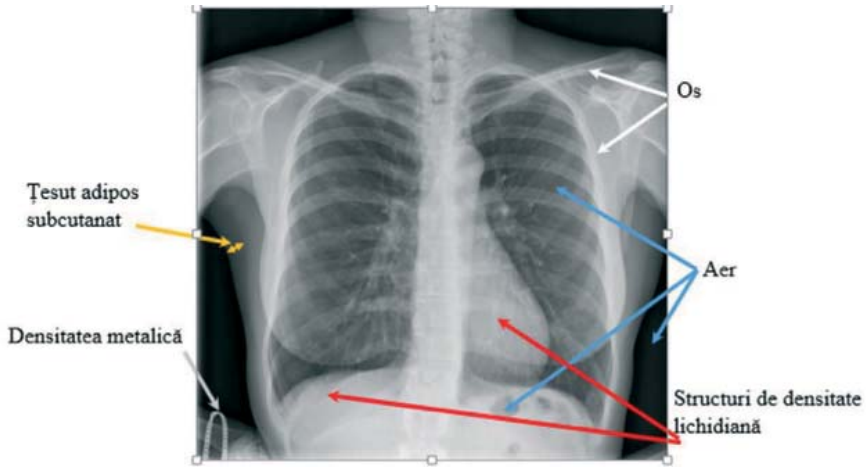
Niveluri de contrastare naturală pe imaginea radiografică.
